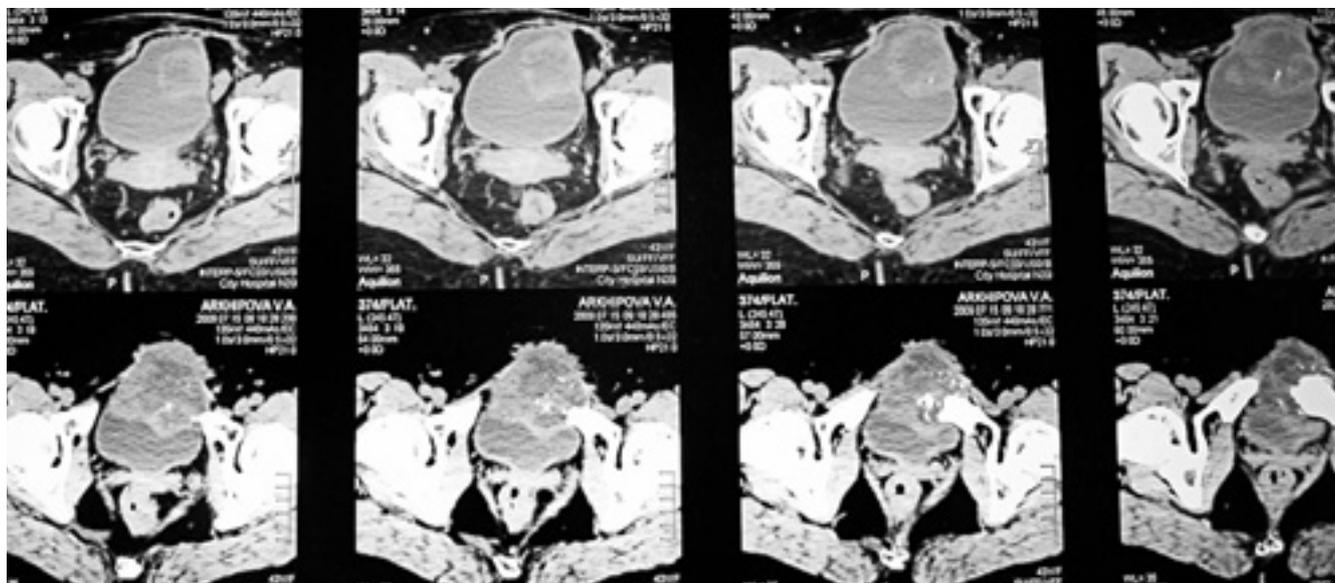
КТ: объемное образование в области передней стенки МП размерами 65 × 82 мм с неровными бугристыми контурами
